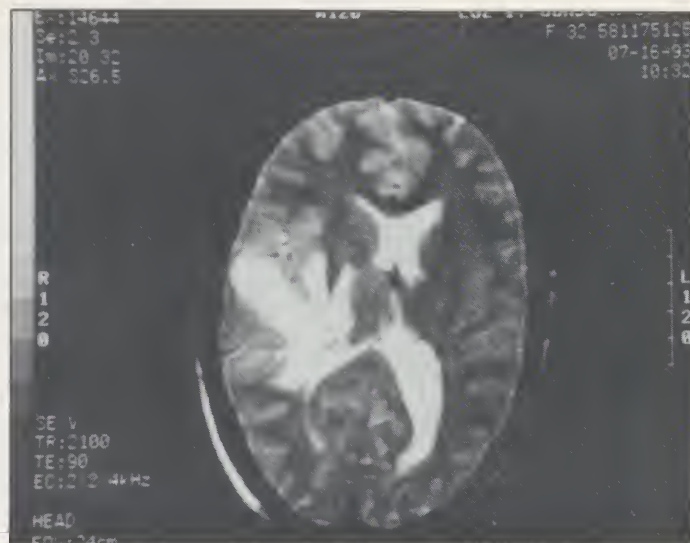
(a,b) Axial T2 MRI (TR 2100 TE 90) before the excisional biopsy without evidence of multiple lesions. (c,d) Axial T2 MRI (TR 2200 TE 90) showing multiple discrete hyperintense focal lesions in the subcortical white matter and basal ganglia following the excisional biopsy.
